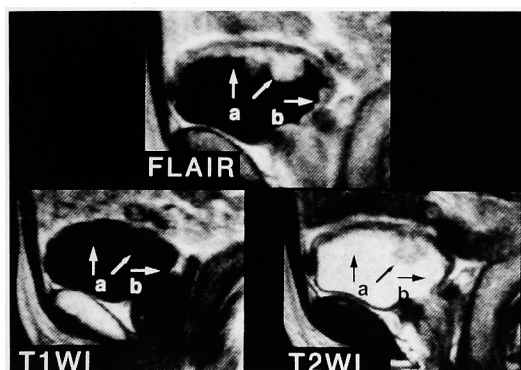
An image obtained by the FLAIR technique applying the fast spin echo method. The lesion is a papillary tumor protruding into the bladder from the anterior wall toward the vertex. On the T1-WI image, the signal intensity of the lesion was so weak that the tumor was not outlined. On the T2-WI image, the tumor was also not visualized adequately. Using the FLAIR technique, the tumor outline could be distinguished and there was a difference in signal intensity between the lesion and the bladder wall. The lesion was pathologically diagnosed as G2 pTa TCC.
